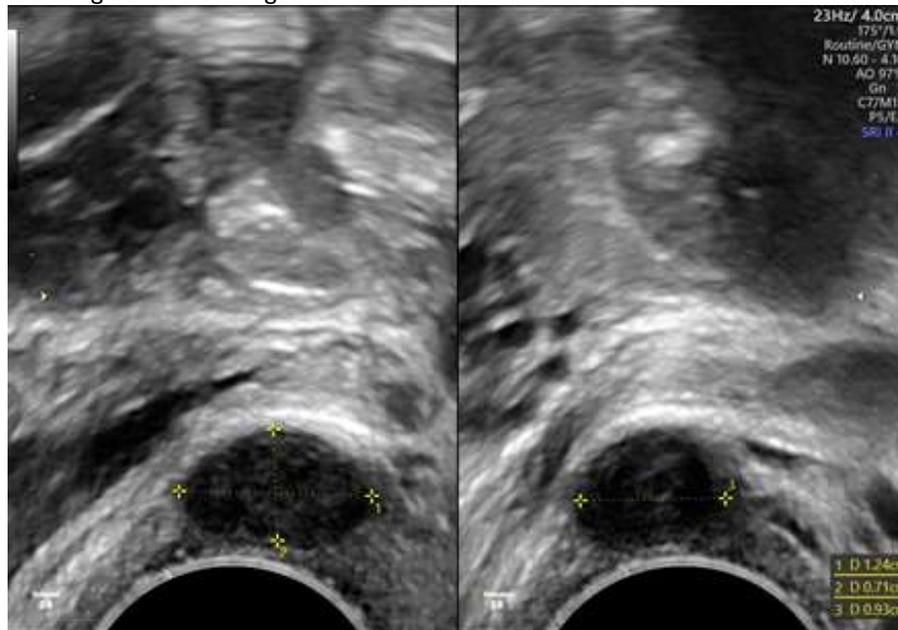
+2: sonographischer Befund der Raumforderung der vorderen Vaginalwand (mit und ohne Color-Window)
